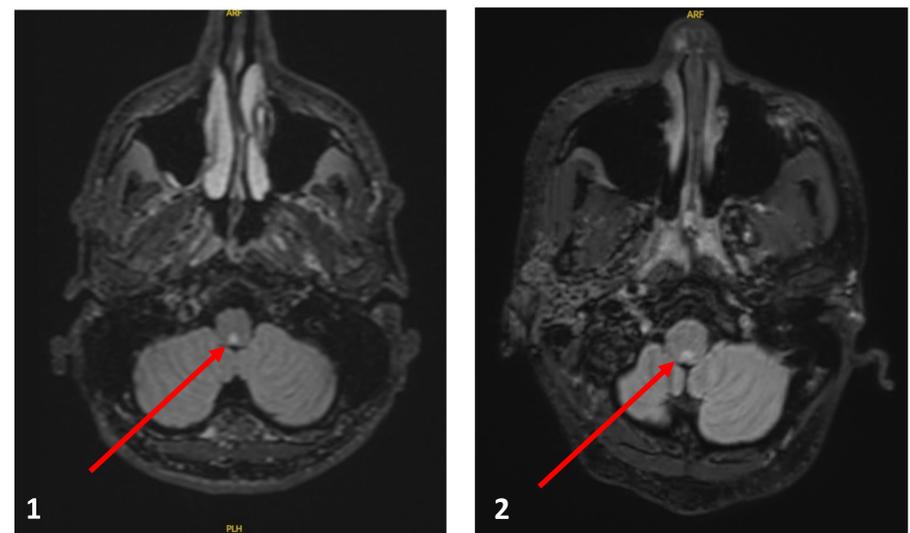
IRM cérébrales, coupe transversale, T2 FLAIR, hypersignal de l'area postrema.
